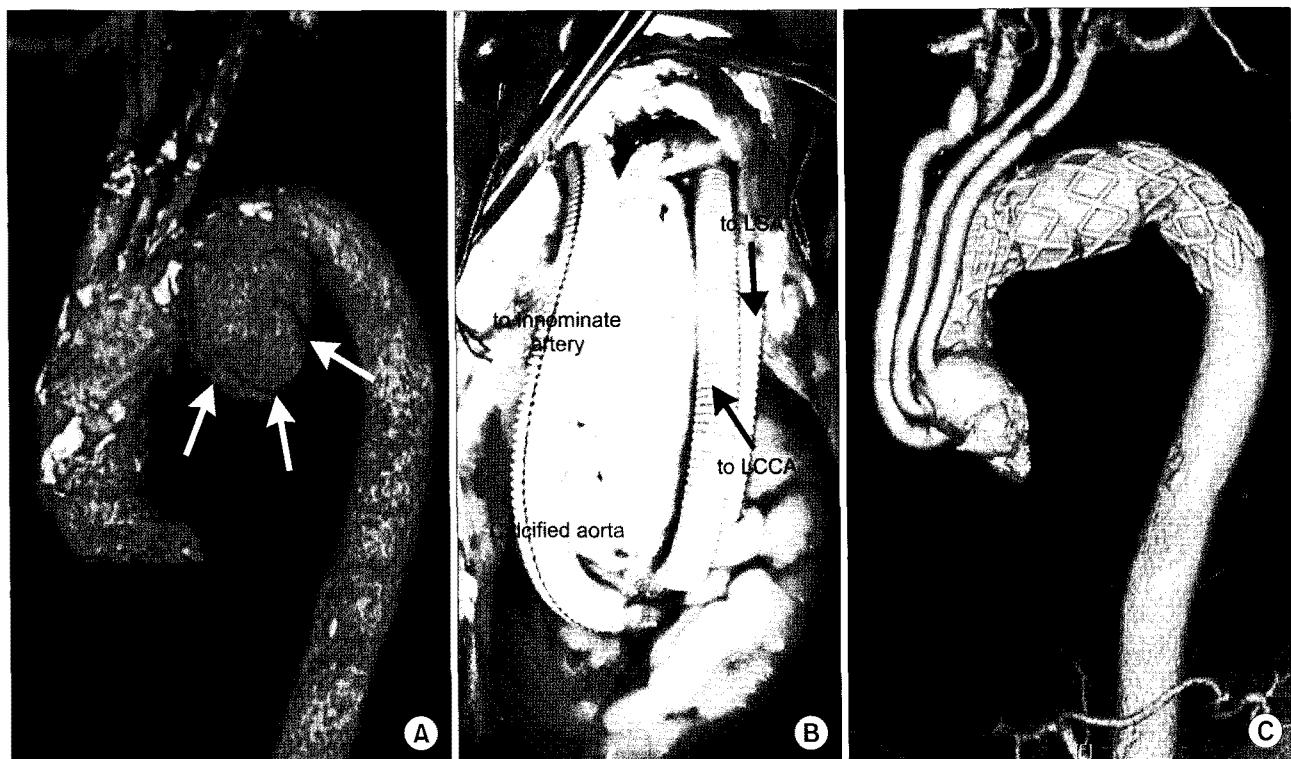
Debranching with re-routing of all arch vessels and endovascular stent graft repair of aortic aneurysm (Patient 3). (A) Preoperative 3-dimensional CT angiography. Arrows indicate aneurysmal change of distal arch and descending aorta. (B) Intra-operative photograph. The mid-portion of ascending aorta was severely calcified (white arrow). (C) One year follow-up CT angiography shows good patency of bypassed grafts, complete exclusion of aneurysm and no endoleak. LSA=Left subclavian artery; LCCA=Left common carotid artery.
